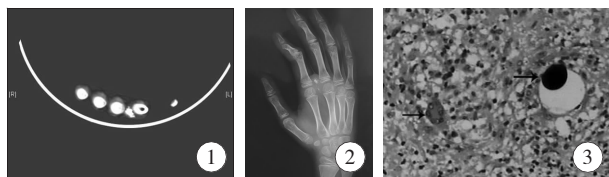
CT 平扫提示右侧手掌第 2、3 掌骨间软组织内水银珠存留; 图 2 X 线片显示右侧手掌第 2、3 掌骨间软组织内散在水银珠; 图 3 肉芽组织增生,箭头从左至右所示为异物巨细胞及肉芽肿圆形空洞期有一黑色水银小球
